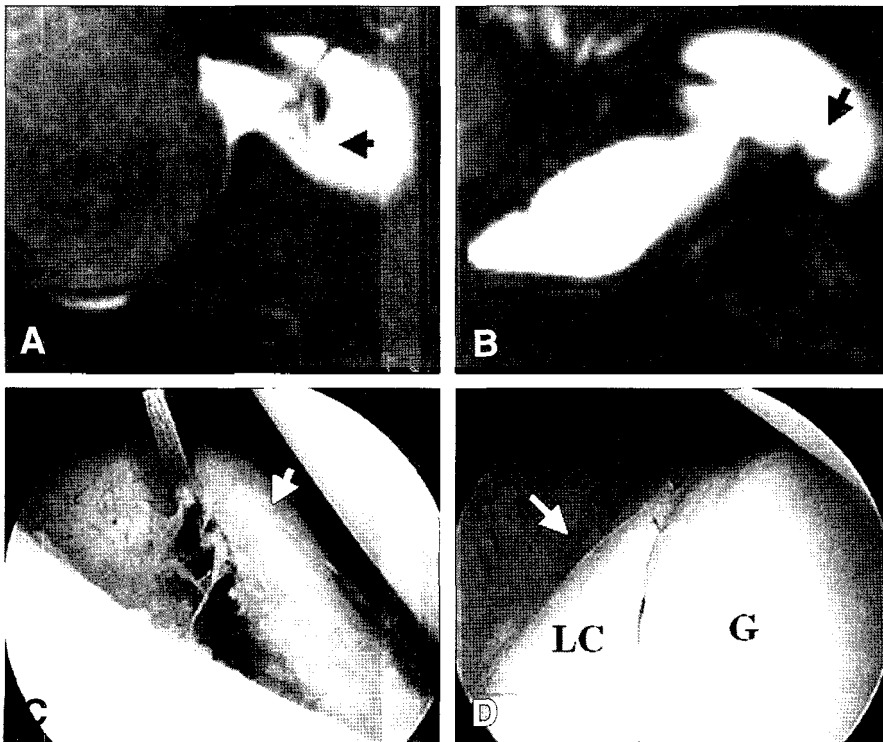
(A, B) Axial and coronal MR images demonstrate the ALPSA lesion displaced inferomedially on the scapular neck (arrow). (C, D) Arthroscopic views from the posterior and anterior portal show markedly displaced anteroinferior labrum. This chronic sleeve type leaves a crease between the glenoid rim and synovialized fibrous tissue (arrow). G: glenoid, LC: labrocapsular complex.
